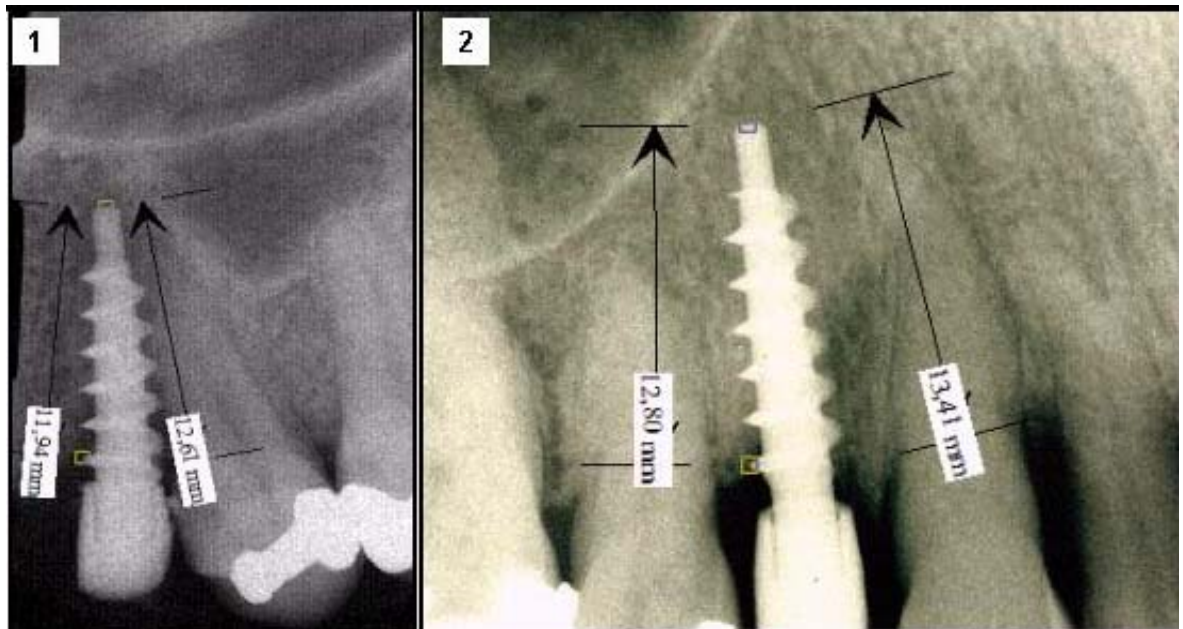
radiografía estandarizada medida, control posquirúrgico implante 1
